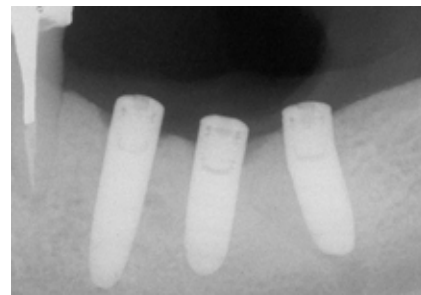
Perda óssea evidenciada na periapical.
